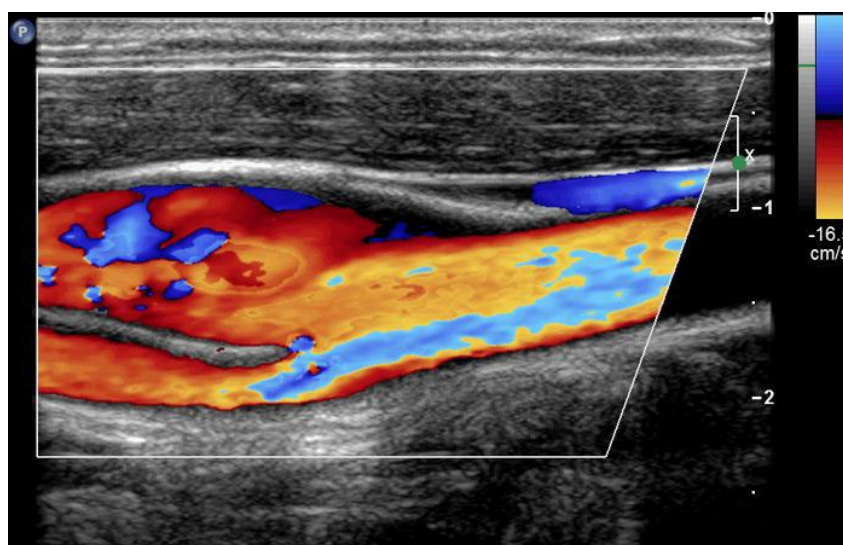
Imagem de Eco-Doppler demonstrando o perfil de fluxos ao nível da bifurcação da artéria carótida comum
